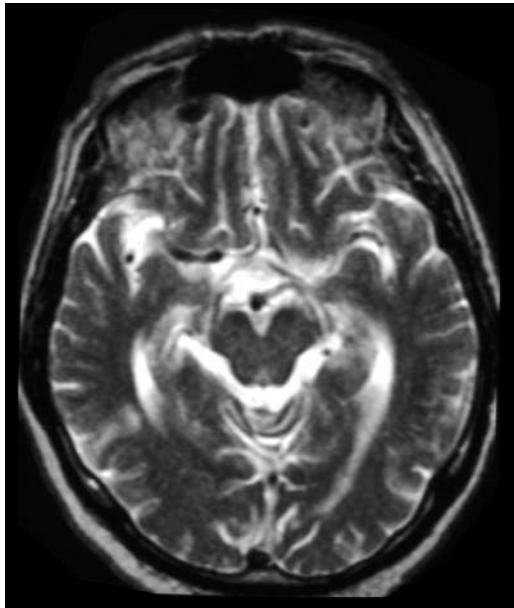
MRT I Patient F IV:1
